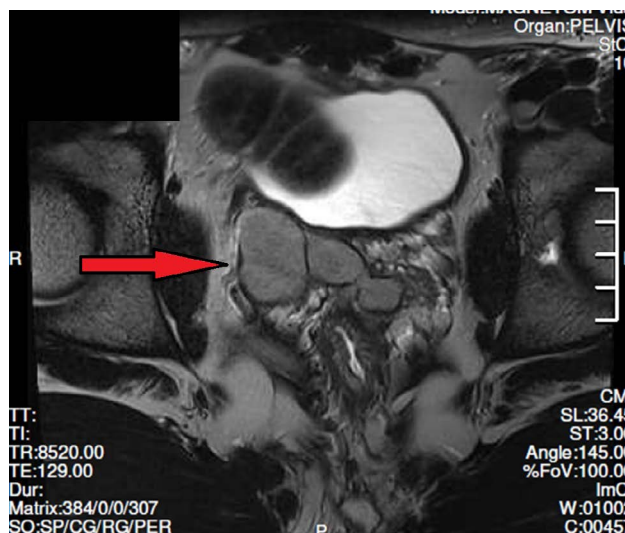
Coronal T2-weighted MRI demonstrating cystic dilation of the right seminal vesicle. This coronal T2-weighted MRI scan shows a hyperintense cystic dilation of the right seminal vesicle (indicated by the red arrow). The high signal intensity of the cyst is characteristic of fluid-filled structures, confirming the diagnosis of Zinner Syndrome.
